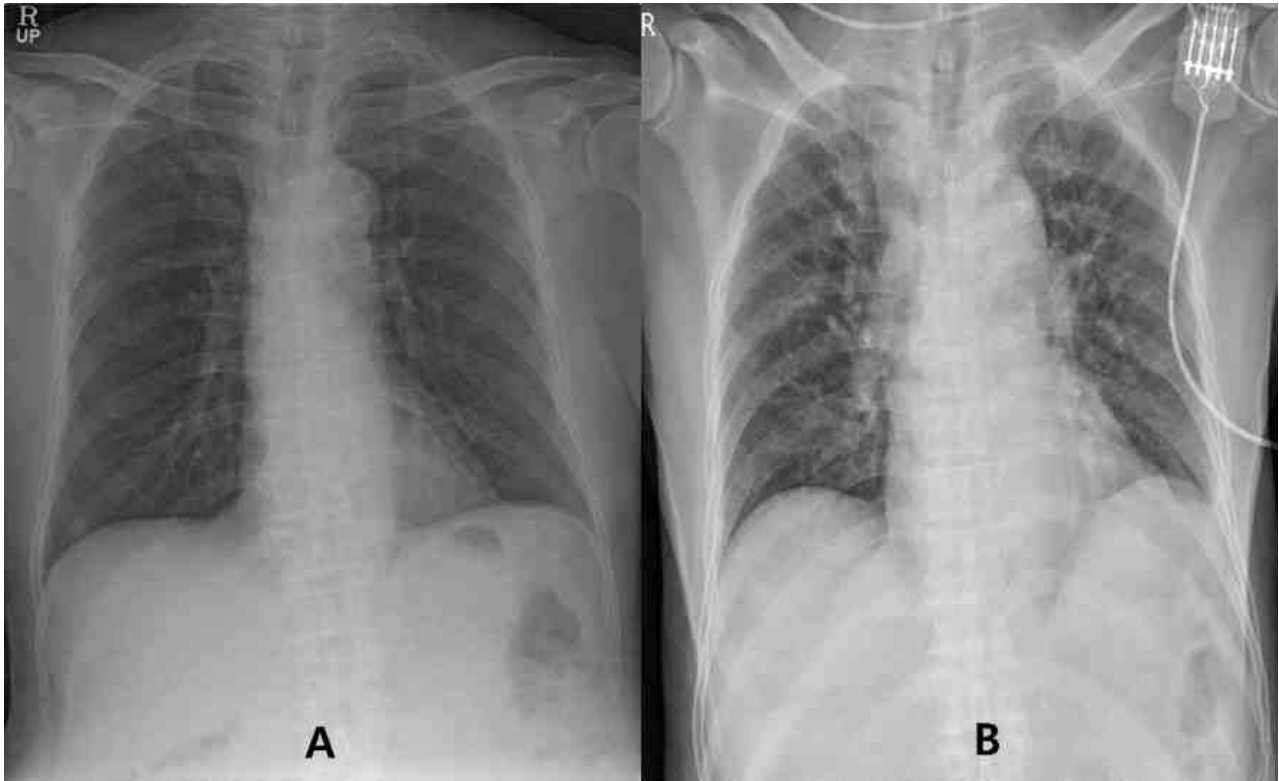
Simple chest x-rays before surgery (A) and after surgery (B). Comparison of chest x-rays did not reveal any significant changes of the diaphragm level, which was compatible with the result in intraoperative diaphragm monitoring.
